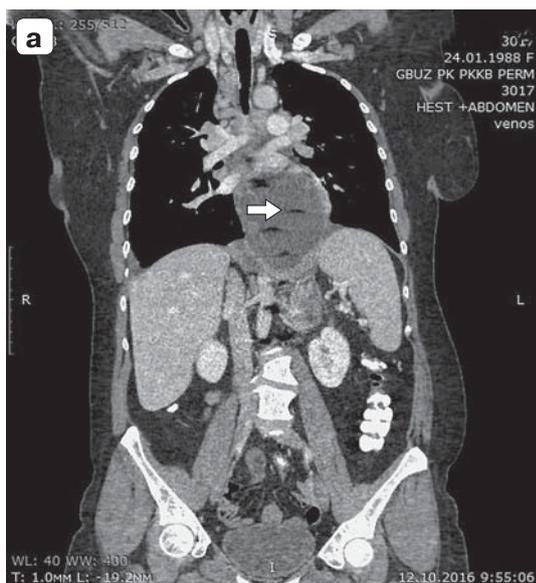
Компьютерная томограмма, венозная фаза. Панкреонекроз, медиастинальная псевдокиста: а – фронтальная проекция, псевдокиста в заднем средостении $88 \times 78 \times 156$ мм с включением газа (указан стрелками); б – сагиттальная проекция, псевдокиста ПЖ распространяется в заднее средостение (указана стрелкой).
